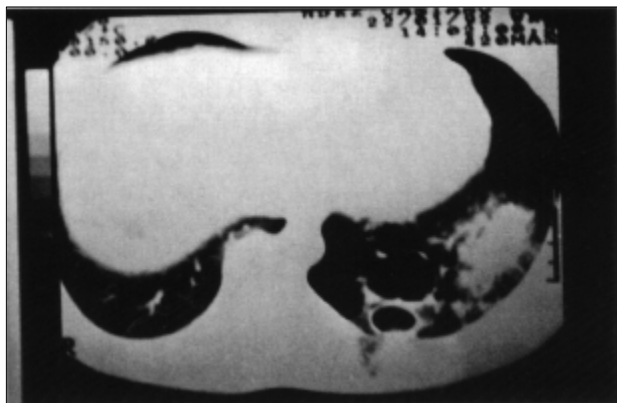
Tomografía axial computerizada que demuestra las imágenes quísticas correspondientes al Secuestro Pulmonar.
